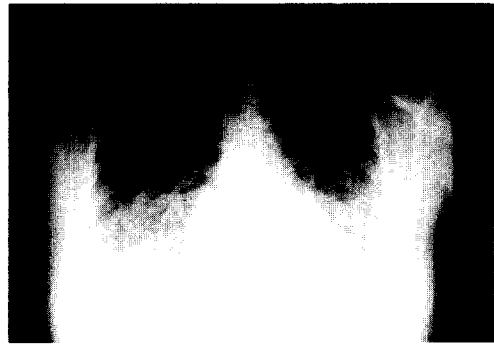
Plain chest radiograph shows diffuse haziness at both lower lung zone, multiple patch mottled haziness at both upper lung zone and parahilar and perivascular haziness, which suggesting pulmonary edema.
